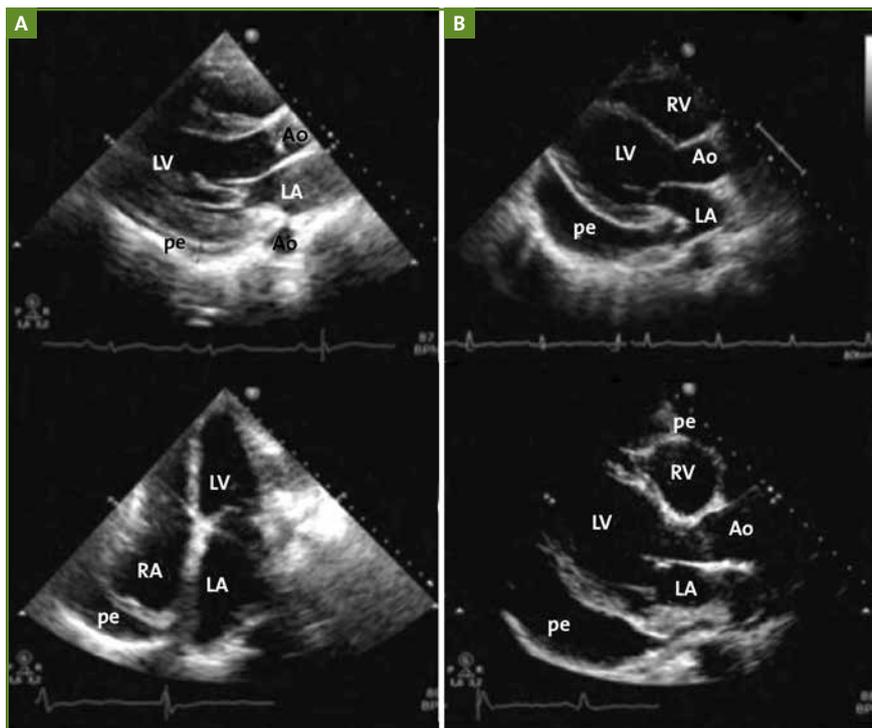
Évaluation semi-quantitative de la taille de l'épanchement péricardique basée sur la mesure du plus large espace télédiastolique libre d'écho dans plusieurs vues échocardiographiques. A. Un épanchement péricardique léger (< 10 mm) est habituellement localisé en arrière et à côté de l'oreillette droite. B. Dans l'épanchement péricardique modéré (10 à 20 mm) et important (> 20 mm), l'épanchement est circonferentiel. Ao : aorte; LA : oreillette gauche; LV : ventricule gauche; pe : épanchement péricardique; RA : oreillette droite; RV : ventricule droit.
